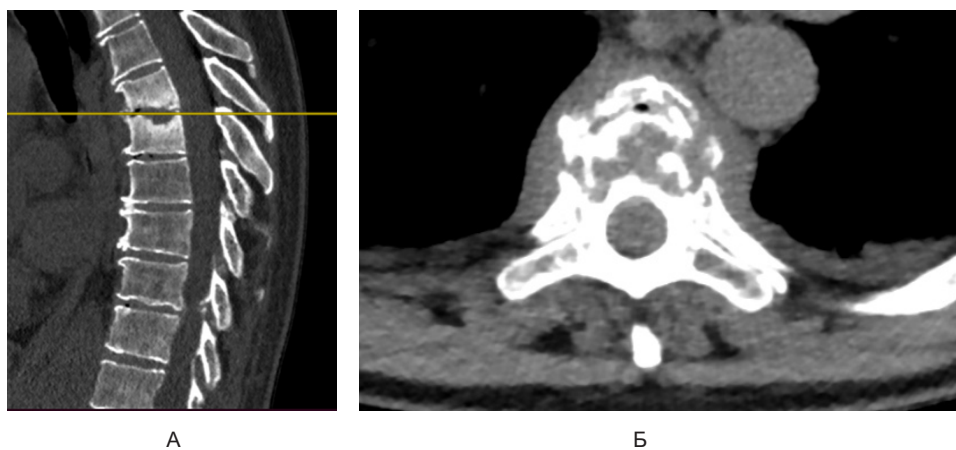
Результаты КТ-исследования грудного отдела позвоночника:
